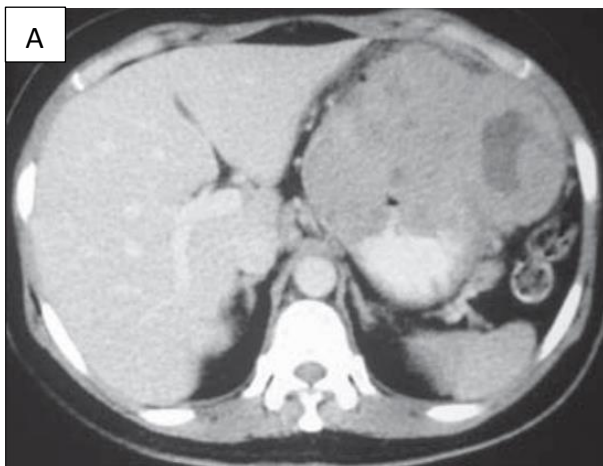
(A) Tomografia computadorizada com contraste oral e venoso mostrando lesão expansiva heterogênea, com área hipodensa central e crescimento intra/extraluminal, localizada na parede anterior e grande curvatura gástrica.
